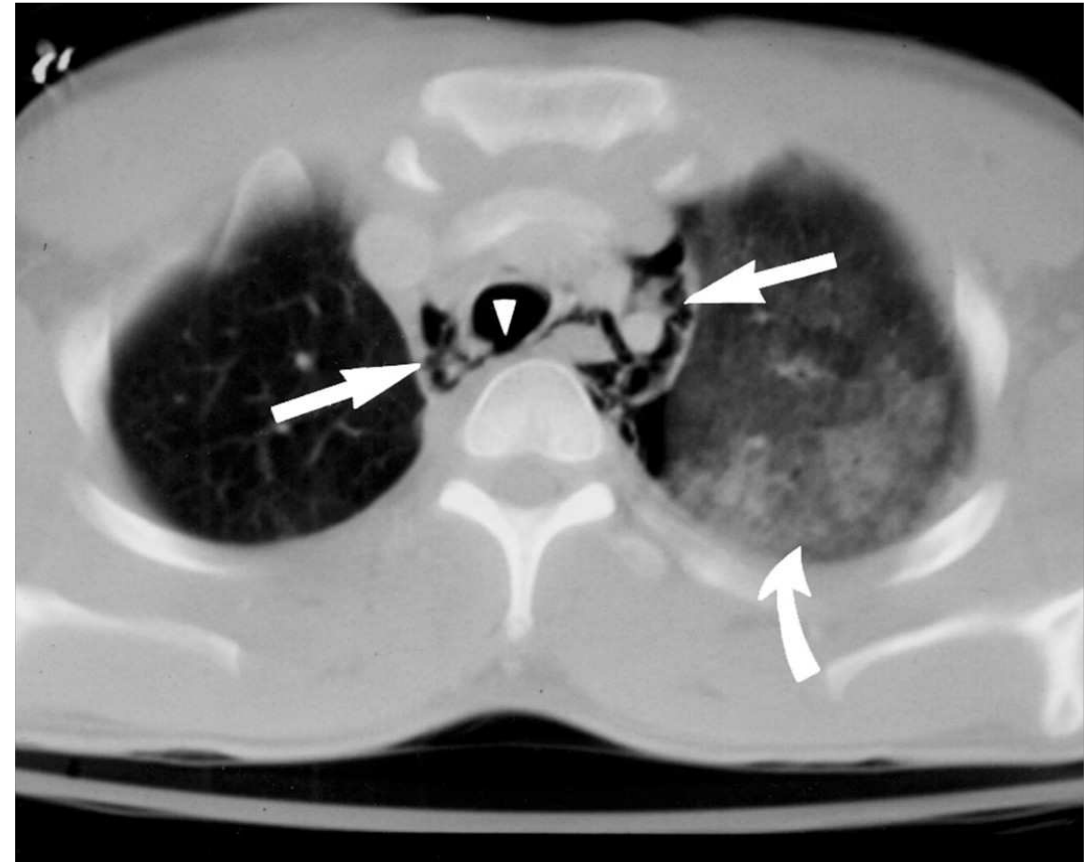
imagen CT axial que ilustra claramente una lesión traqueobronquial (desgarro traqueal) acompañada de neumomediastino
